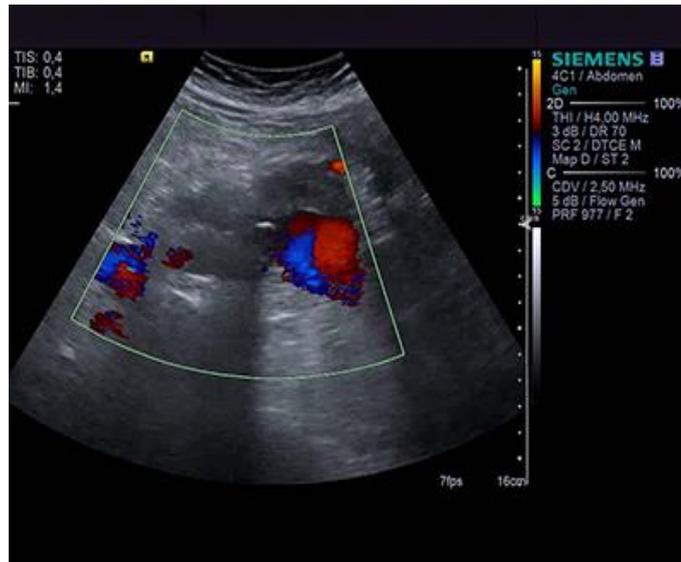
УЗИ с цветным доплеровским картированием. Уменьшение показателей V_{max} до критических значений – 10 см/сек. у пациента с давностью развития ОСТКН свыше 24 часов
